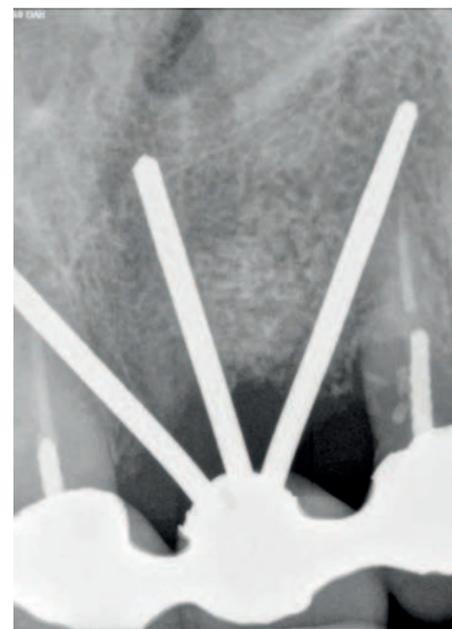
Controllo radiografico a 6 mesi.
